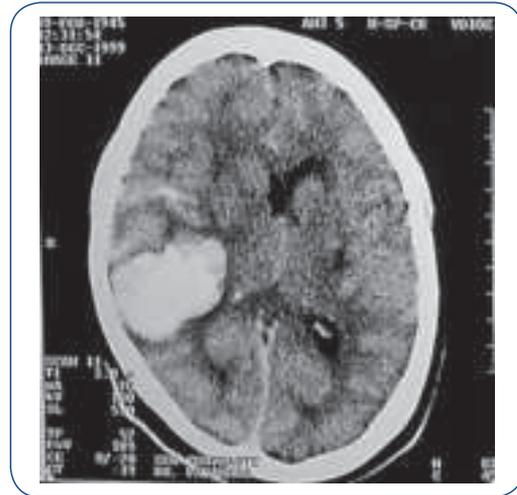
Hematoma intraparenquimatoso – CT crânio.
